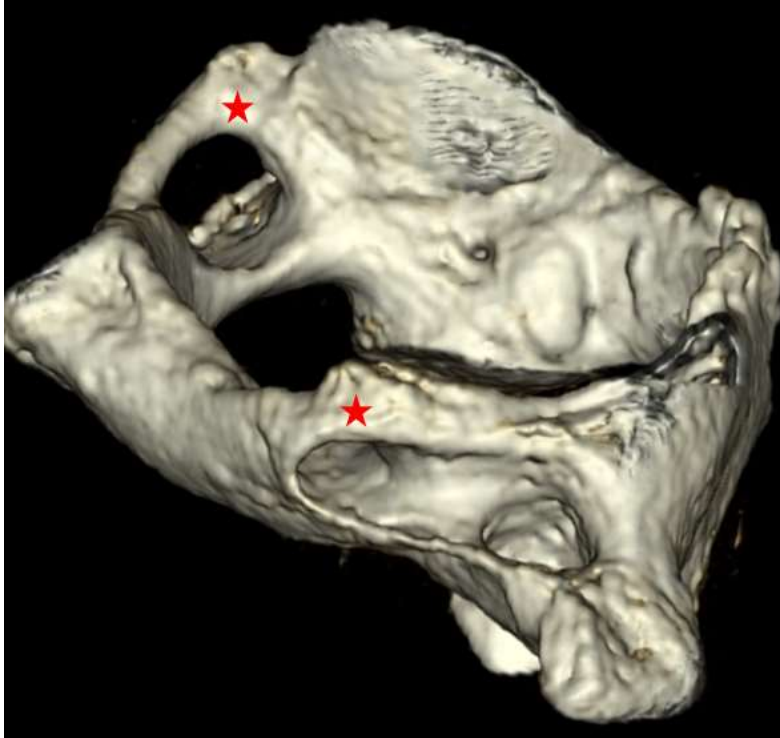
3D yapılandırılmış tomografide atlas kemiğinin görünümü. A: Atlasın sağ lateralden görünümü. B: Atlasın süperior görünümü. Kırmızı yıldız: Komplet arkuat foramen, Siyah yıldız: İnkomplet arkuat foramen
